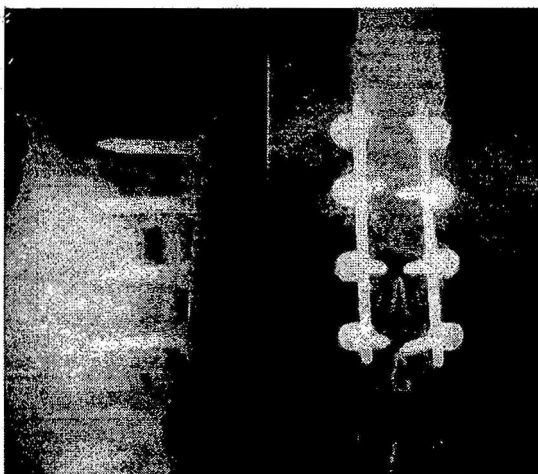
Контрольная рентгенография нижнегрудного и поясничного отдела позвоночника больного Ш. после операции.
